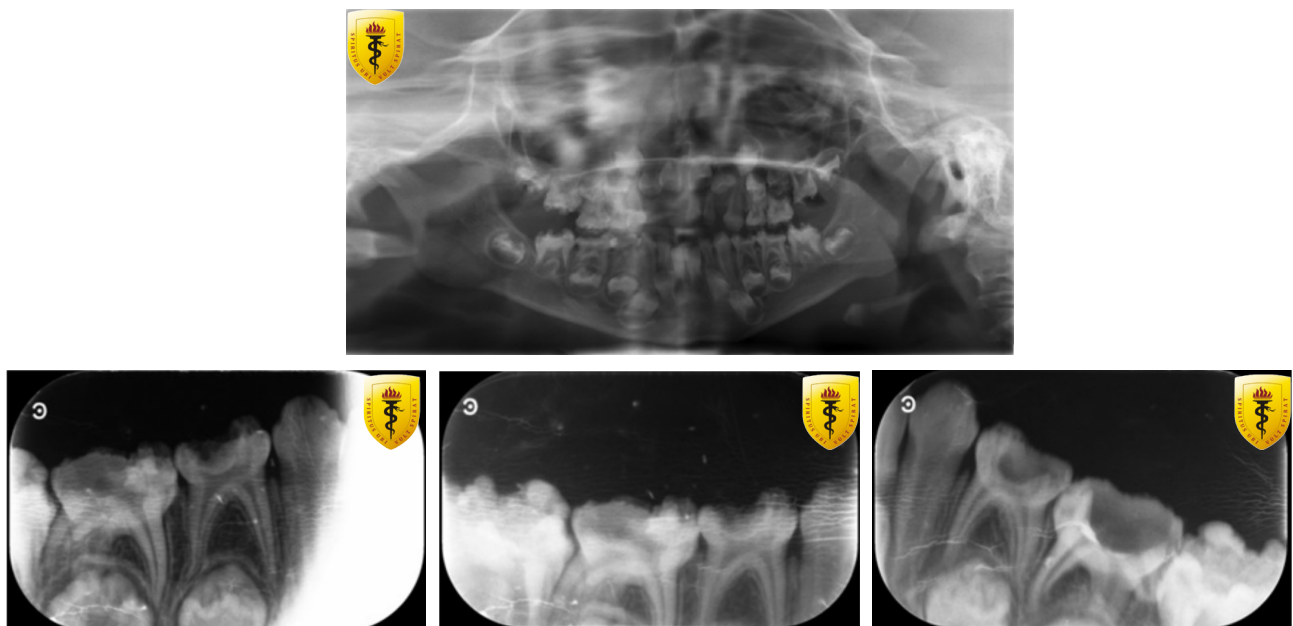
Radiografía panorámica y periapical inicial
